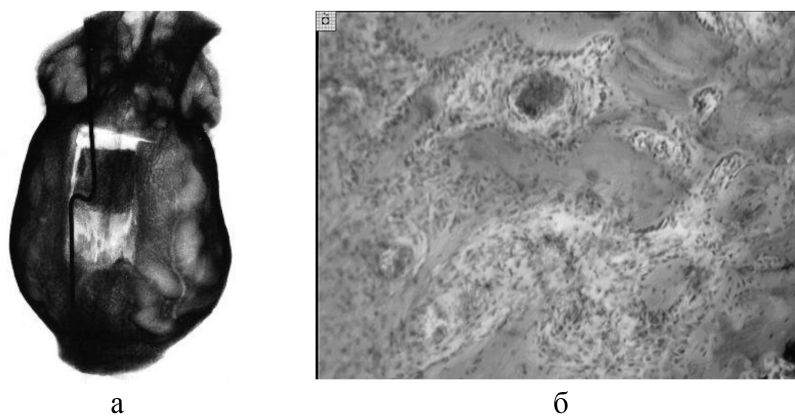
42-й день дистракции (группа 1): а) рентгенограмма костей свода черепа; б) формирование костных балочек в регенерате вблизи соединительнотканной прослойки. Окраска гематоксилином и эозином. Об. 6,3; ок. 10
